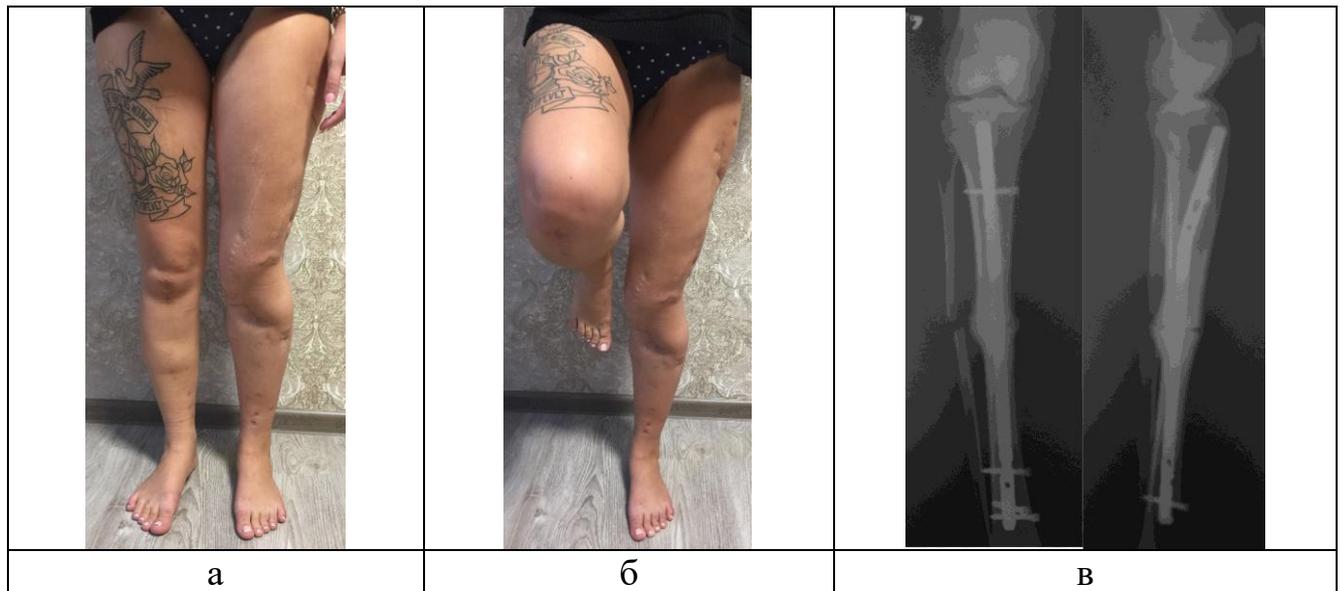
Фото и рентгенограммы пациентки через 10 месяцев после окончания лечения
